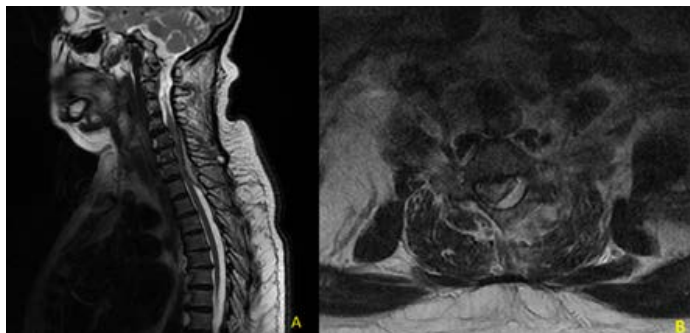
A. T2 weighted sagittal MRI shows spinal epidural abscess at C4-Th2 level.
